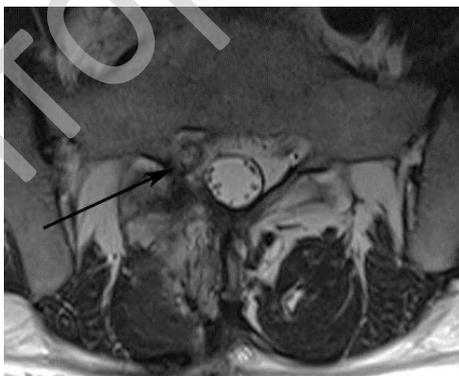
МРТ-томограмма пациента с рубцово-спаечным процессом в правом корешковом канале L₅-S₁ (обозначено стрелкой)
